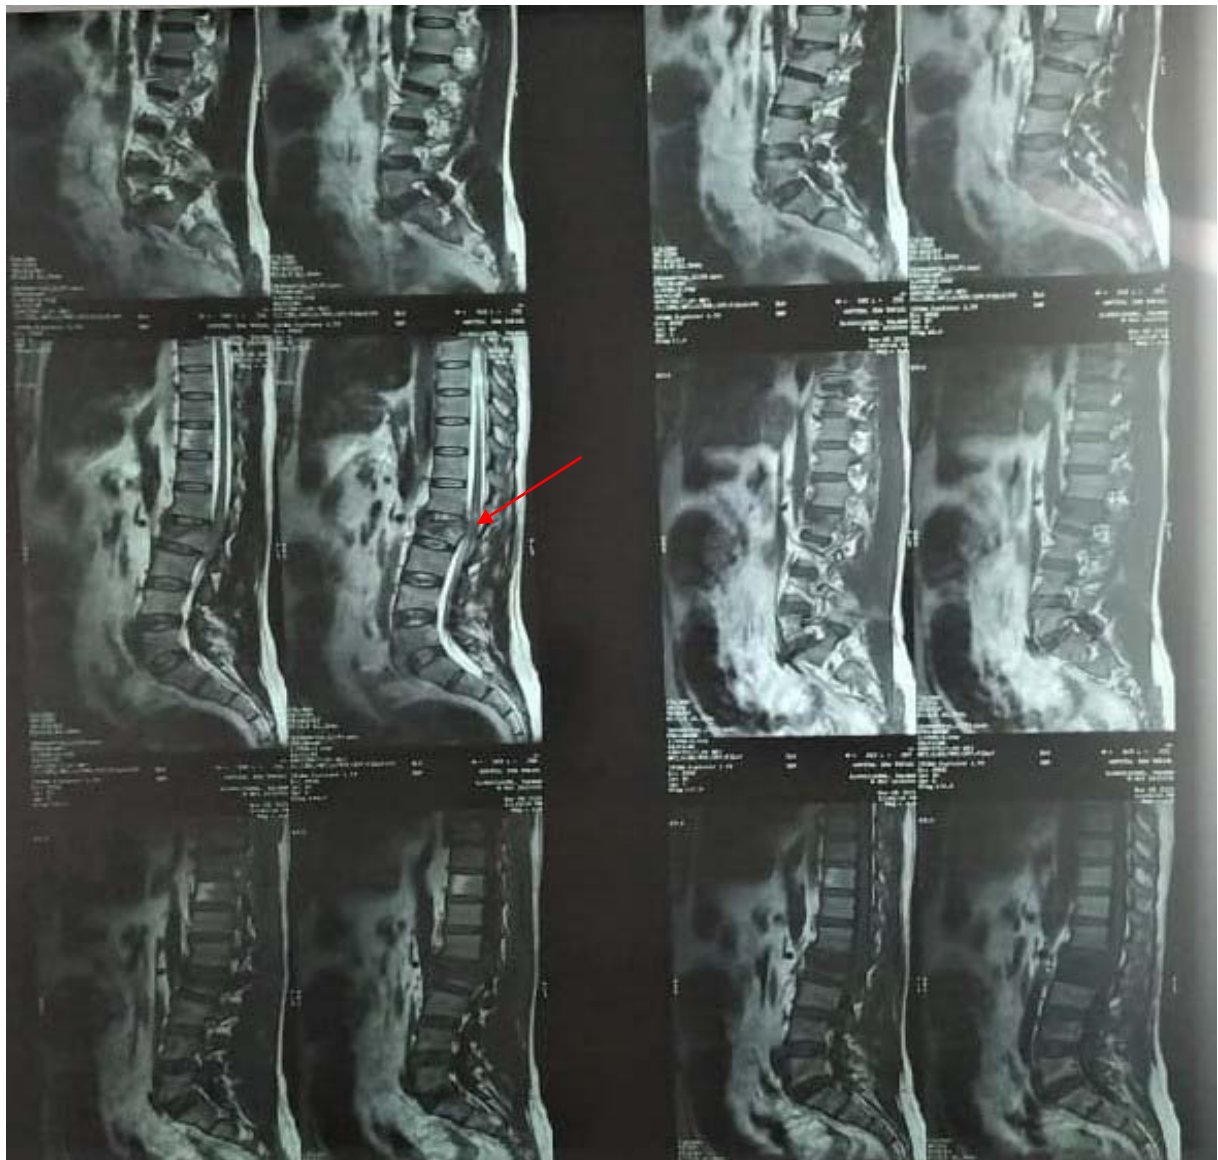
IRM dorso-lombaire préopératoire en coupe sagittale montrant une fracture tassement du corps vertébral de L2 avec important recul du mur postérieur comprimant le cône médullaire avec signes de souffrance en regard.
